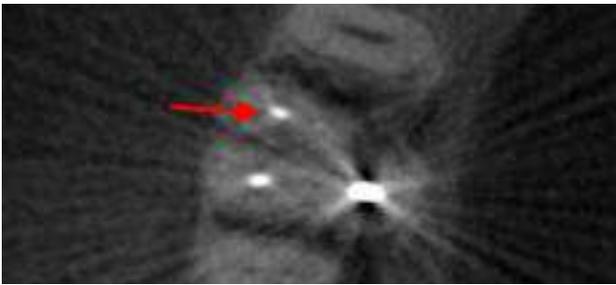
(c) : CBCT montrant que le canal mésio-vestibulaire n'est pas centré par rapport au contour radiculaire (flèche rouge). Cela indique la présence d'un second canal mésio-vestibulaire non traité.
